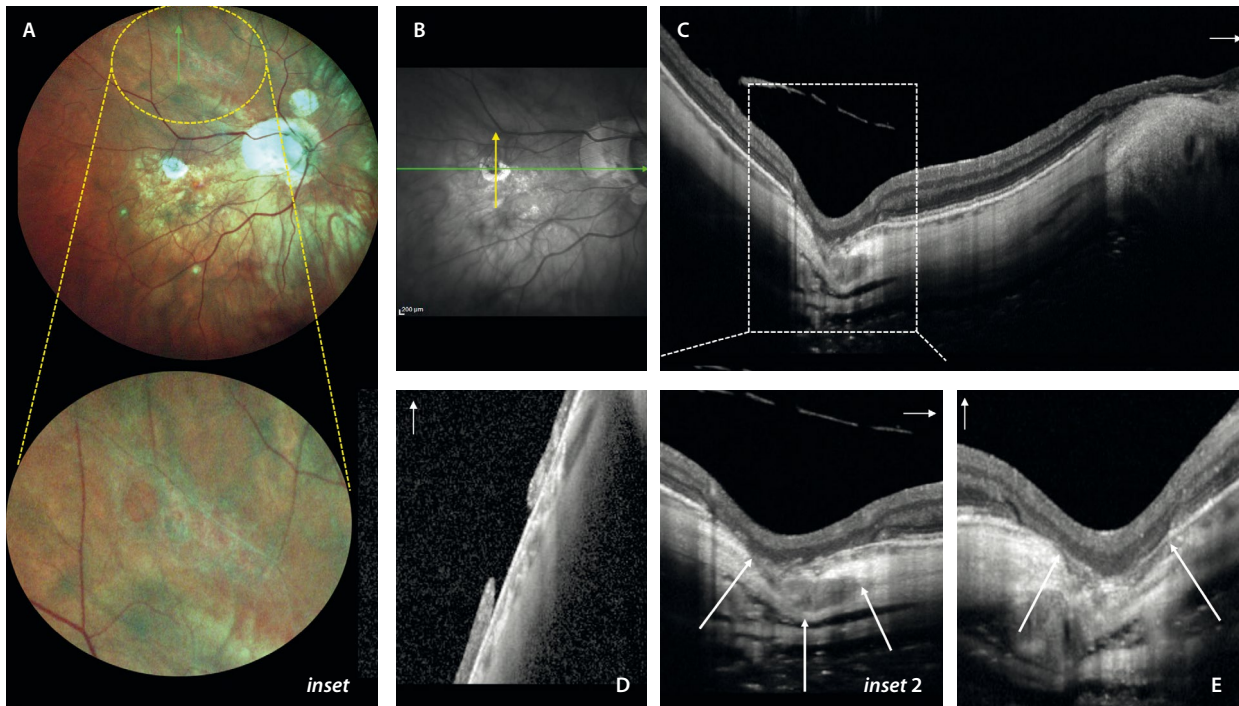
Dehiscencia escleral y cavitación coroidea. A) Imagen del fondo de ojo de un paciente con miopía patológica con atrofia coriorretiniana difusa y con algún parche de atrofia multifocal. El círculo amarillo resalta (*inset*) una imagen de degeneración tipo empalizada muy posterior en torno a las arcadas vasculares (típicas de pacientes con síndrome de Marfan u otras vitreorretinopatías) con un agujero atrófico sin fluido (véase el corte de la tomografía de coherencia óptica en D, correspondiendo al *scan* verde en A). El corte de la tomografía de coherencia óptica horizontal (C) señalado con la flecha verde en B, corresponde a una zona de dehiscencia escleral que asocia una cavitación coroidea macular (*inset 2*). La retina externa está conservada y existe una atrofia del epitelio pigmentario de la retina que asocia un espacio hiporreflectivo coroideo (delimitado por las flechas blancas) que se invagina a lo largo de una dehiscencia escleral. En el corte vertical (E), que corresponde a la flecha amarilla en C, se puede apreciar mejor la zona de dehiscencia escleral delimitada por las flechas blancas.
